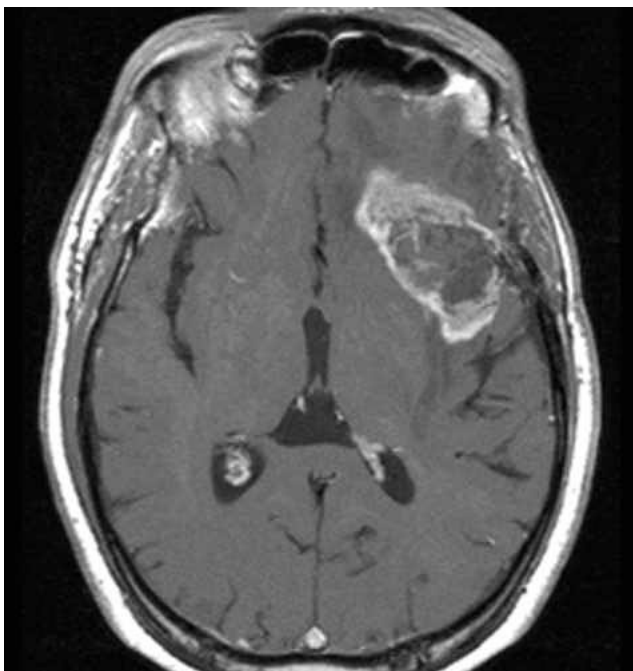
T1-gewicht. MRT nach Gadolinium Gabe: Es zeigt sich die für das GBM typische ringförmige KM-Anreicherung im Bereich des linken Temporallappens.
